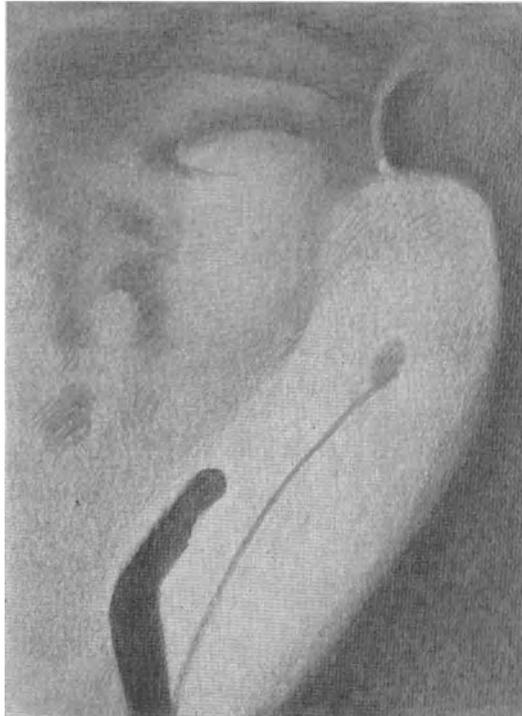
Röntgenaufnahme mit Wismut-Katheter. Ureterstein vortäuschende verkalkte Drüse bei gleichzeitiger Harnleiterstriktur. (Nach Kümmel, Aus Völker und Wossidlo, „Urologische Operationslehre“.)
